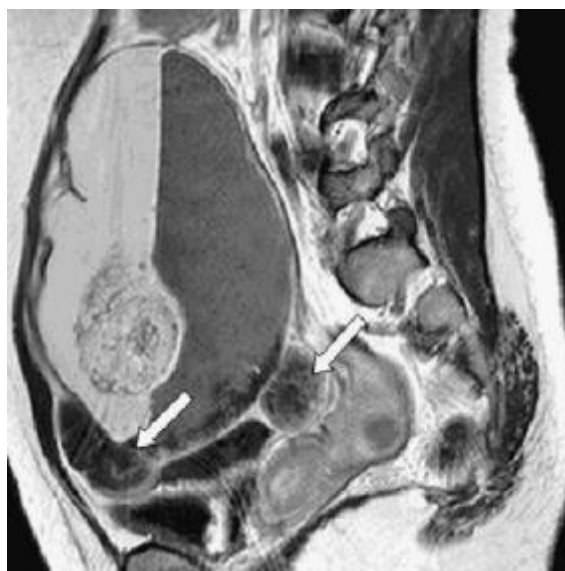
IRM abdomino-pelvienne d'une patiente montrant une masse kystique contenant quelques portions solides avec une composante liquidienne, grasseuse, et des calcifications [33]
